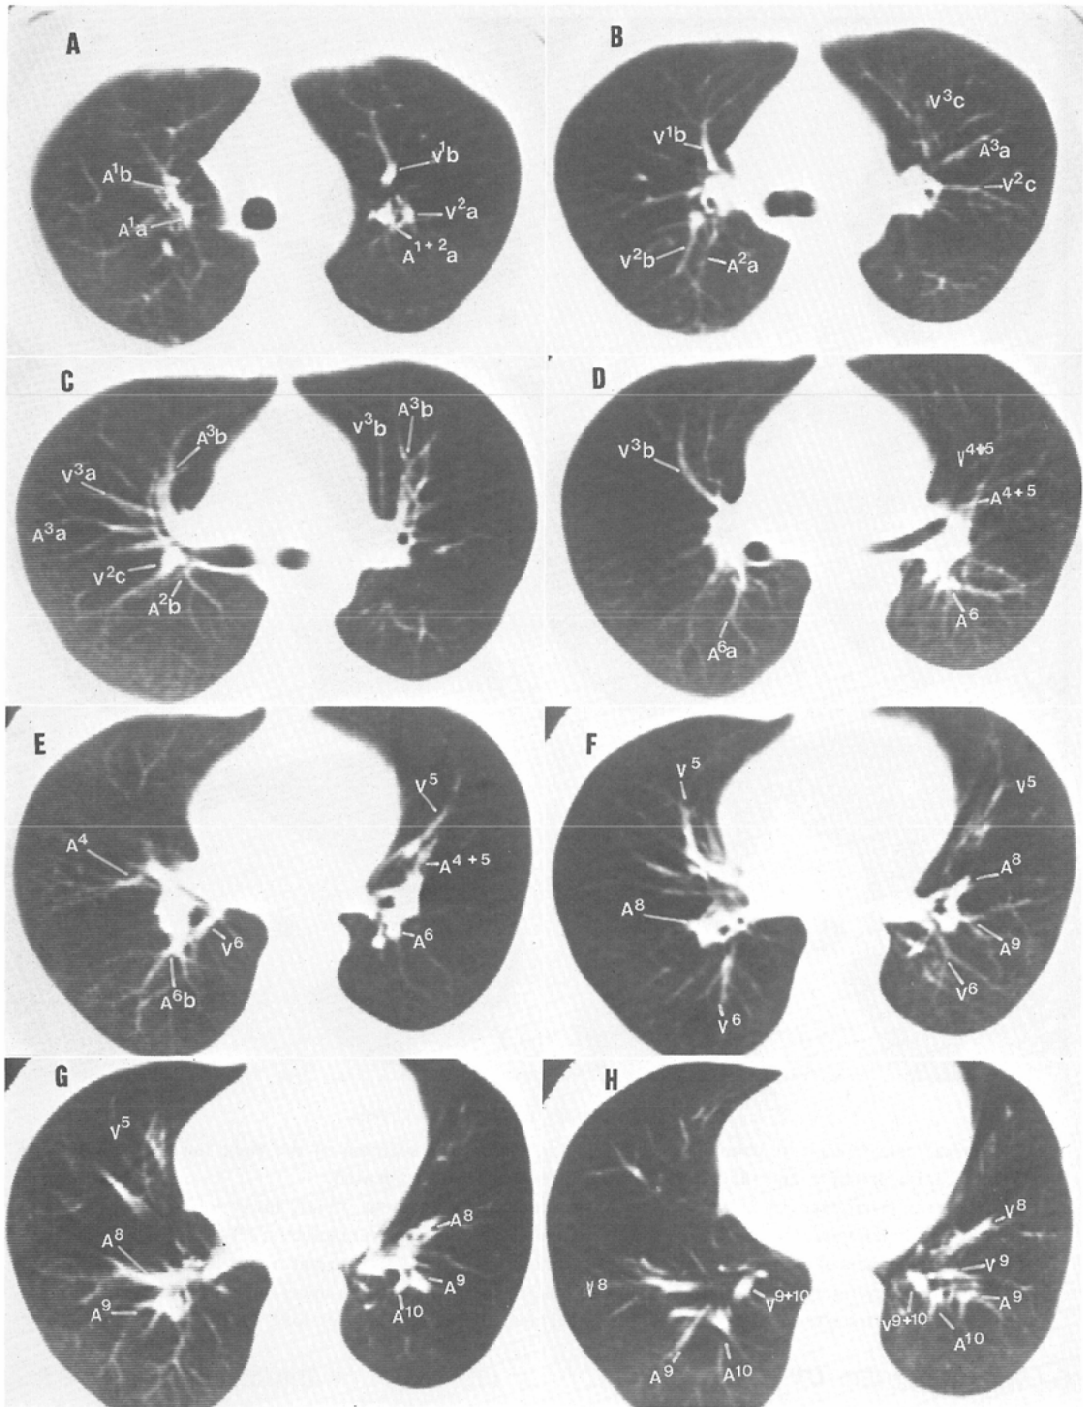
Serial pulmonary CT images in a case of normal pulmonary vessels.
